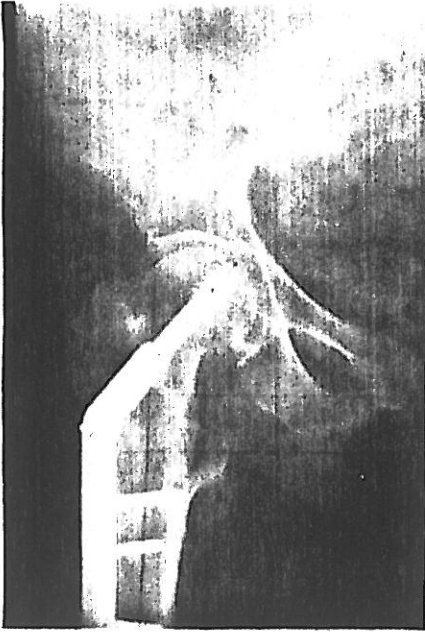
Vaka-2'nin kırıktan 12 ay sonra çekilen radyografisi.
